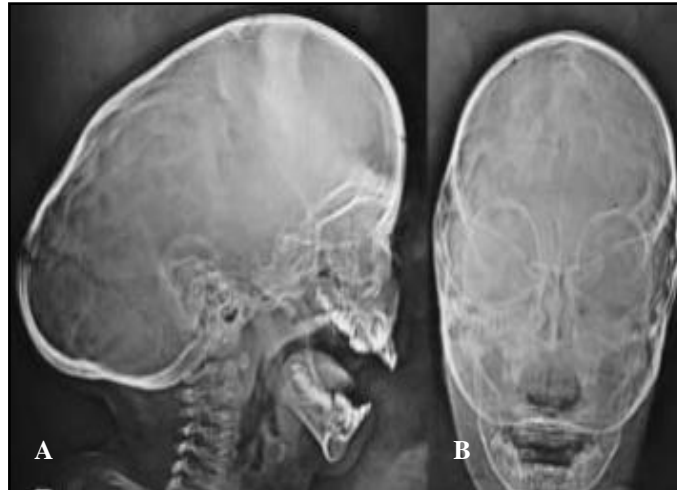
O sinal do “cobre batido” em um paciente portador de escafocefalia: A) radiografia obtida em incidência lateral e B) radiografia obtida em incidência ântero-posterior.
